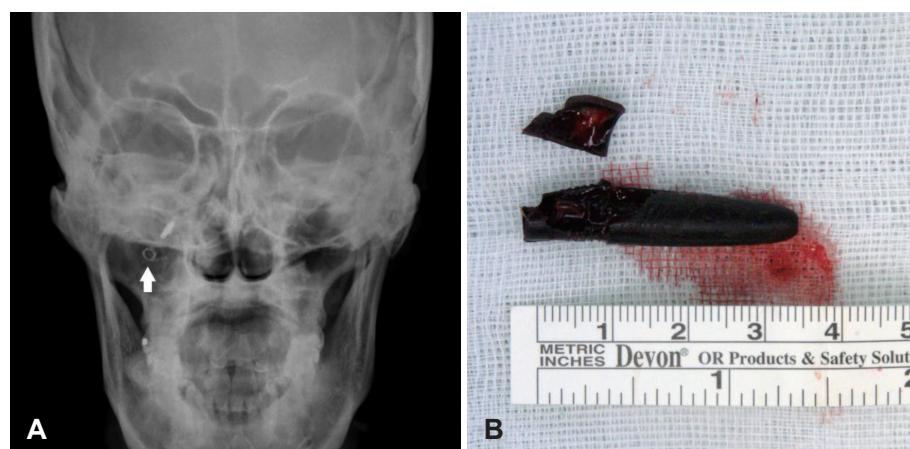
Plain skull X-ray shows foreign body (arrow) into the right maxillary sinus through the maxillary anterior wall (A). Broken ball-point pen removed from the right maxillary sinus (B).
